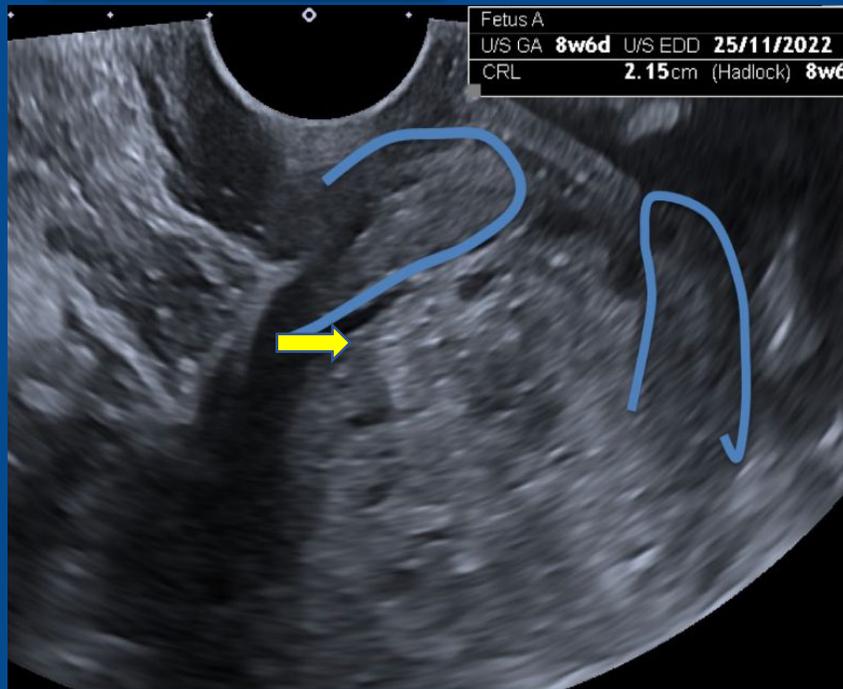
Ecografía abdominal, corte longitudinal. Útero con configuración en "reloj de arena" (trazo rojo), con balonamiento cervical por implantación de un saco gestacional.
